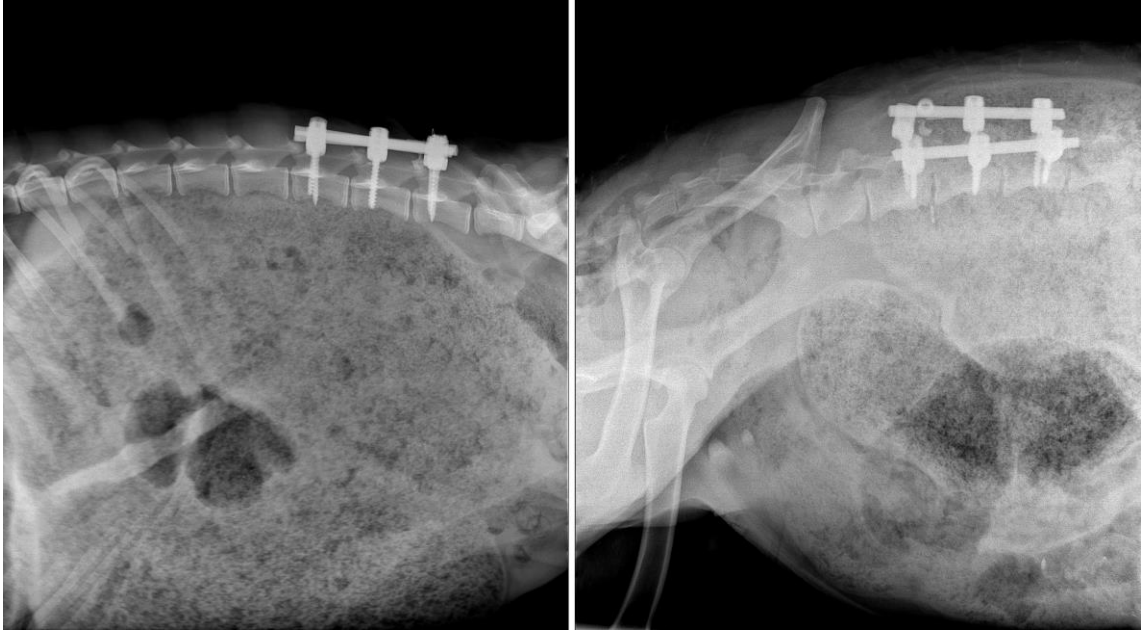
2. koyunun ameliyat sonrası ve 6 ay sonrasındaki röntgen sonuçları
